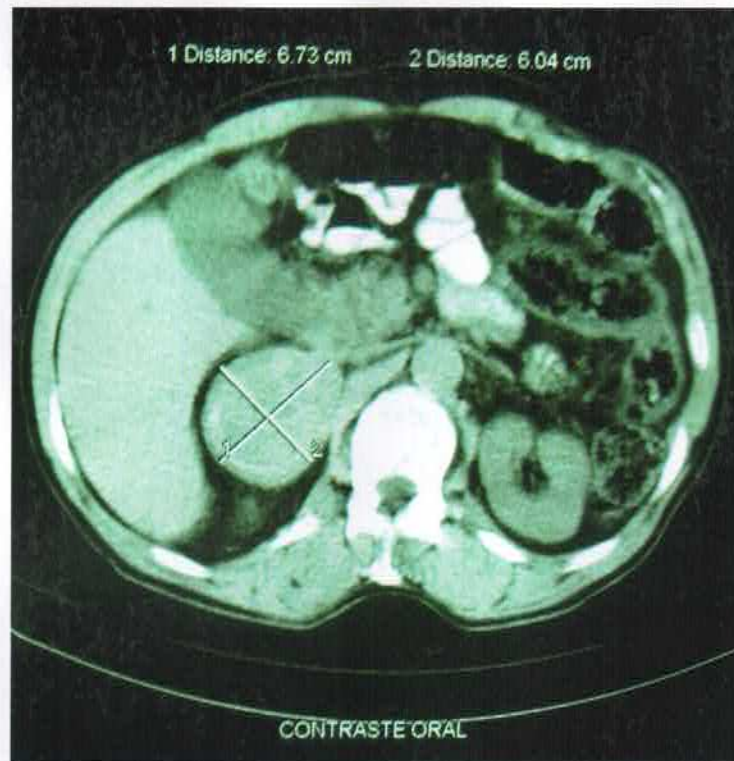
Tomografia computadorizada de abdome evidenciando aumento de adrenal
